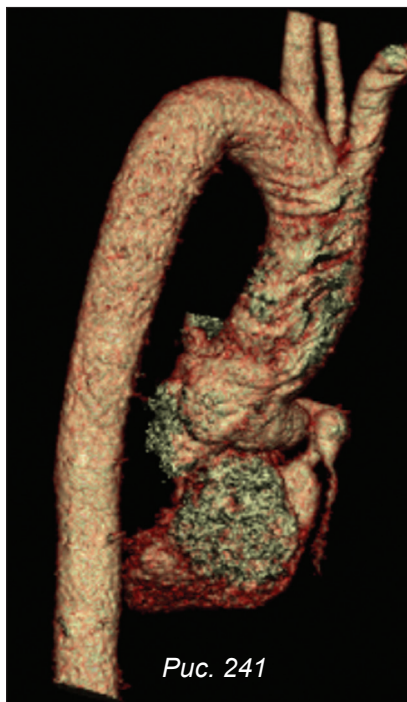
КТ сердца с ЭКГ-синхронизацией
